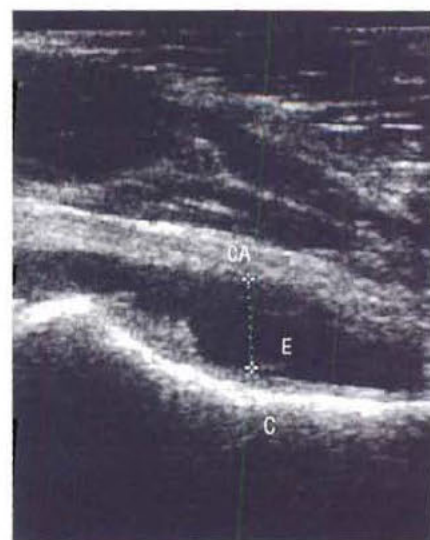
Arthrite septique – échographie. L'épanchement articulaire sépare la face antérieure de la capsule de la corticale du col fémoral (avec l'aimable autorisation de Dr. P.O'Donnell). CA = capsule antérieure, E = épanchement, C = corticale du col fémoral.
